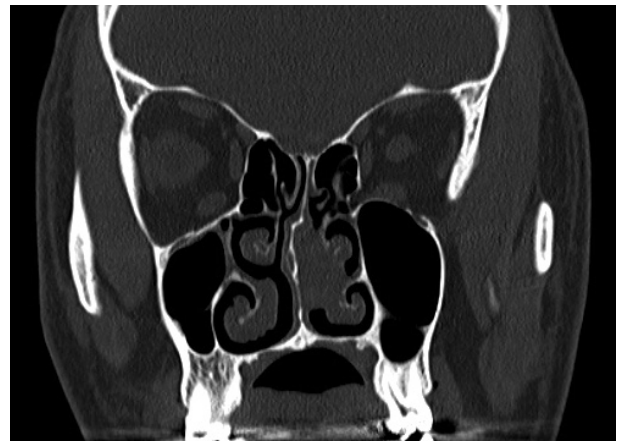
CT of the sinuses shows a soft-density mass located between the posterior nasal septum and middle turbinate.
